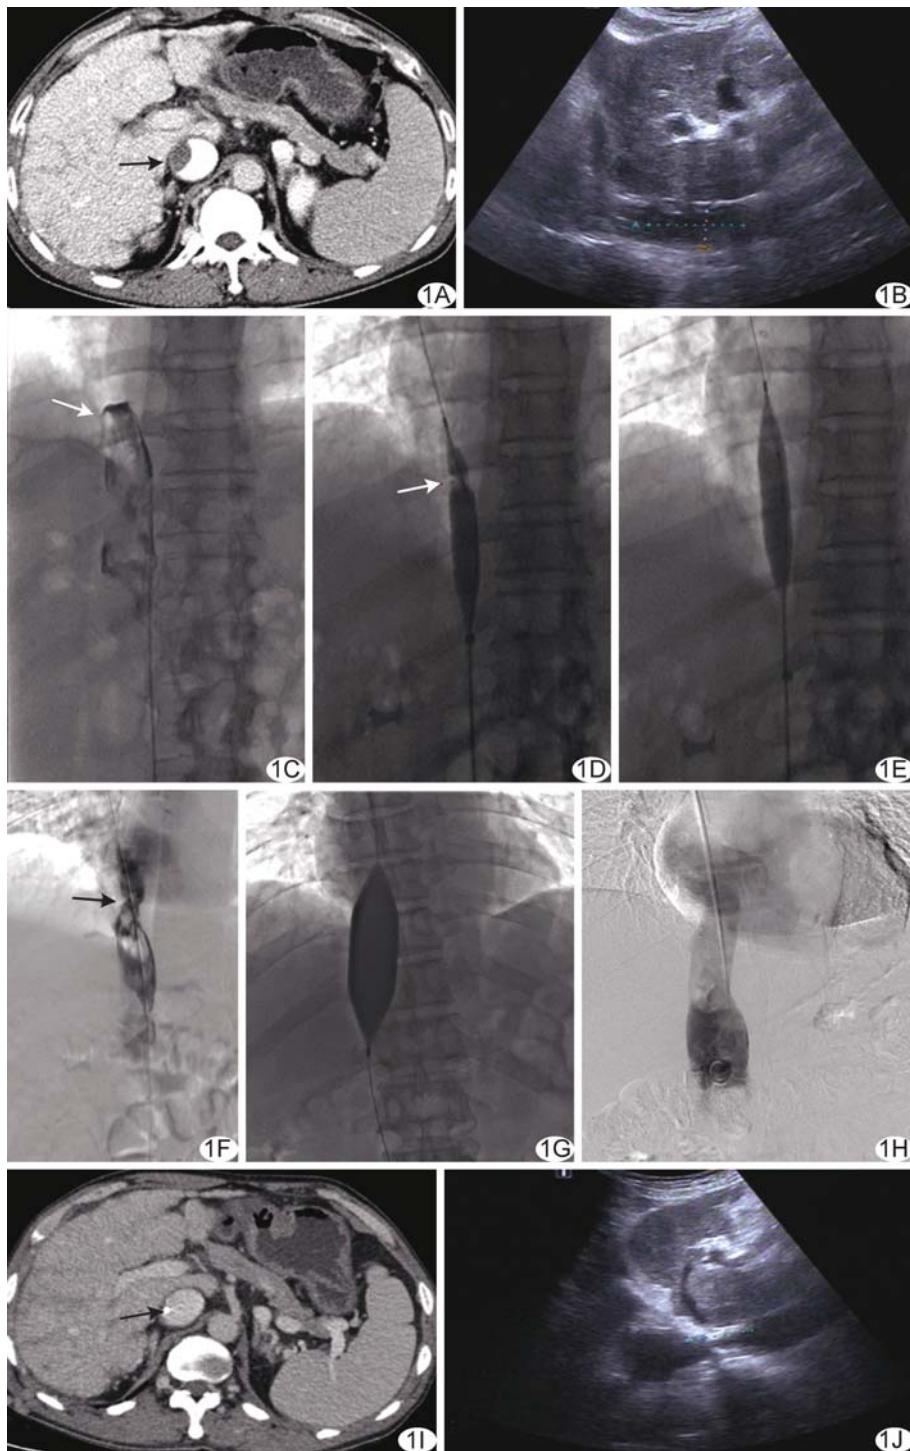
患者男,54岁,BCS(IVC膜性闭塞)合并IVC新鲜血栓 A、B术前增强CT图(A,箭)及超声声像图(B)示IVC内血栓形成;C.IVC造影图示肝内段IVC闭塞,对比剂不能通过(箭);D.引入小球囊导管(14 mm)进行预扩张,可见明显“束腰”征(箭);E.预扩张后“束腰”征消失;F.IVC造影示血流部分恢复但部分仍见狭窄(箭);G.引入大球囊(26 mm)进行扩张后“束腰”征消失;H.造影示IVC通畅;I、J.术后复查增强CT(I,箭)及超声(J)见IVC血栓基本消失,局部仅残留少许陈旧性附壁血栓
